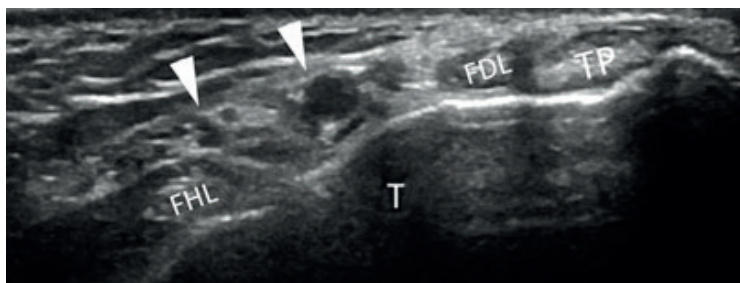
УЗИ медиального отдела голеностопа в поперечной проекции<sup>1</sup>:
